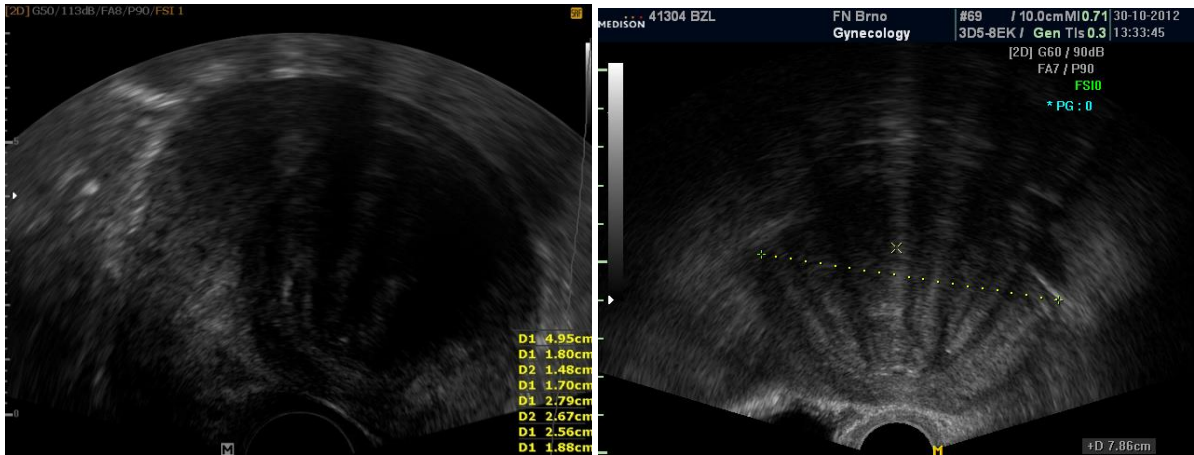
Ultrasonografie endometria – měření
